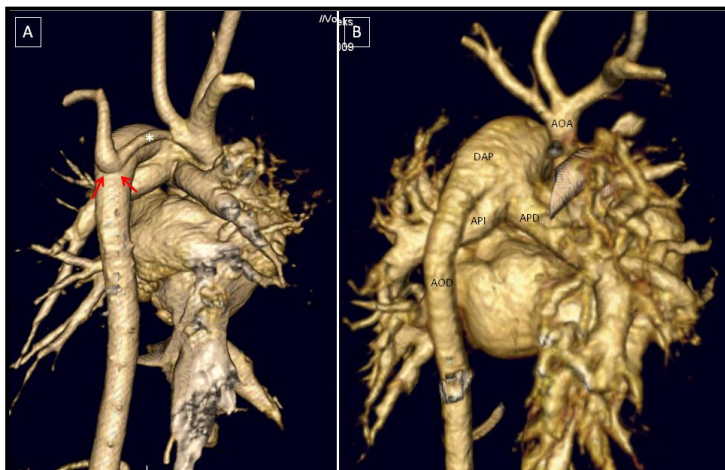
Reconstrucciones VR-3D de angio-TC, visión posterior. A. Paciente de 2 días de vida, con hipoplasia de arco aórtico, que se interrumpía mediante membrana de porción distal al origen de la arteria subclavia izquierda. B. Paciente de 3 semanas de vida con interrupción completa de arco aórtico tipo A. (AOD: aorta descendente; AOA: aorta ascendente; APD: arteria pulmonar derecha; API: arteriapulmonar izquierda; DAP: ductus arterioso permeable).
